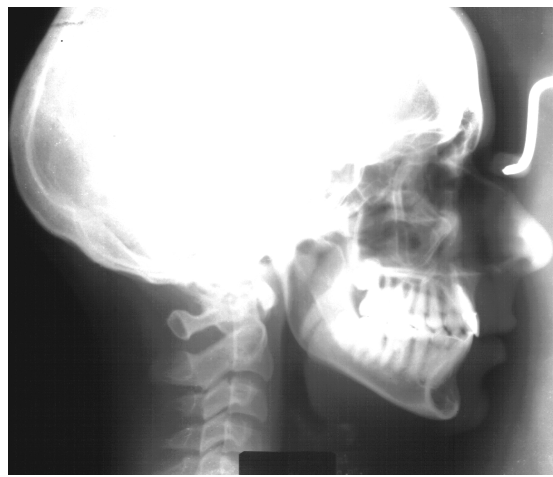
Fotografia da radiografia final pós-tratamento ortodôntico.
